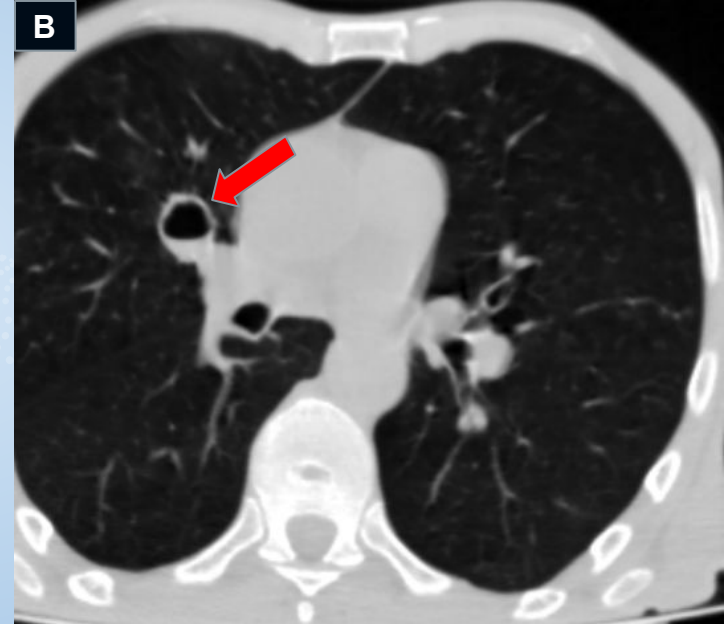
Absceso pulmonar en paciente con linfoma de células B difuso. Tomografía de tórax ventana parenquimatosa: imagen cavitada con nivel hidroaéreo. (flecha roja).
